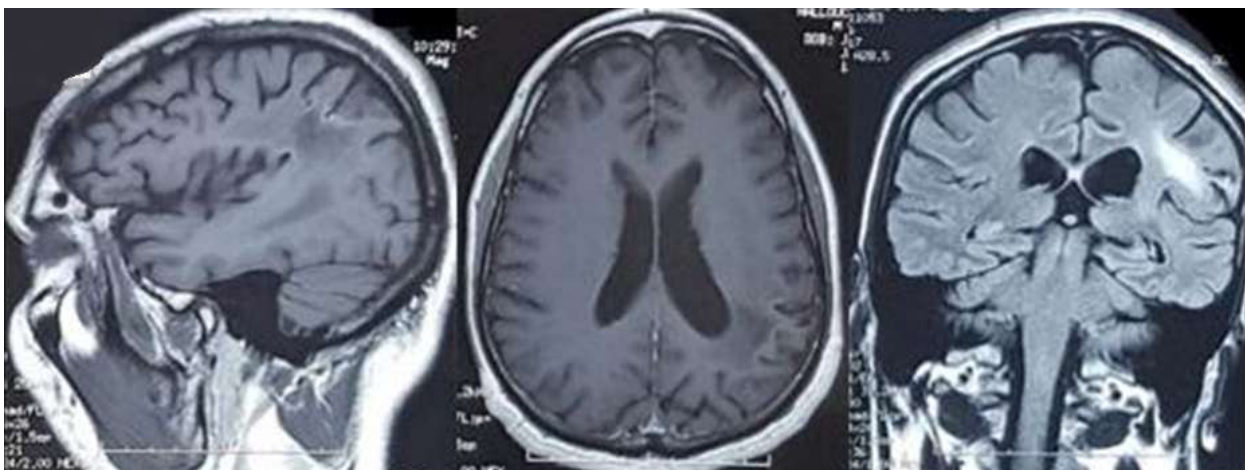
IRM cérébrale (T1, T1 Gado, T2 Flair): régression des lésions
